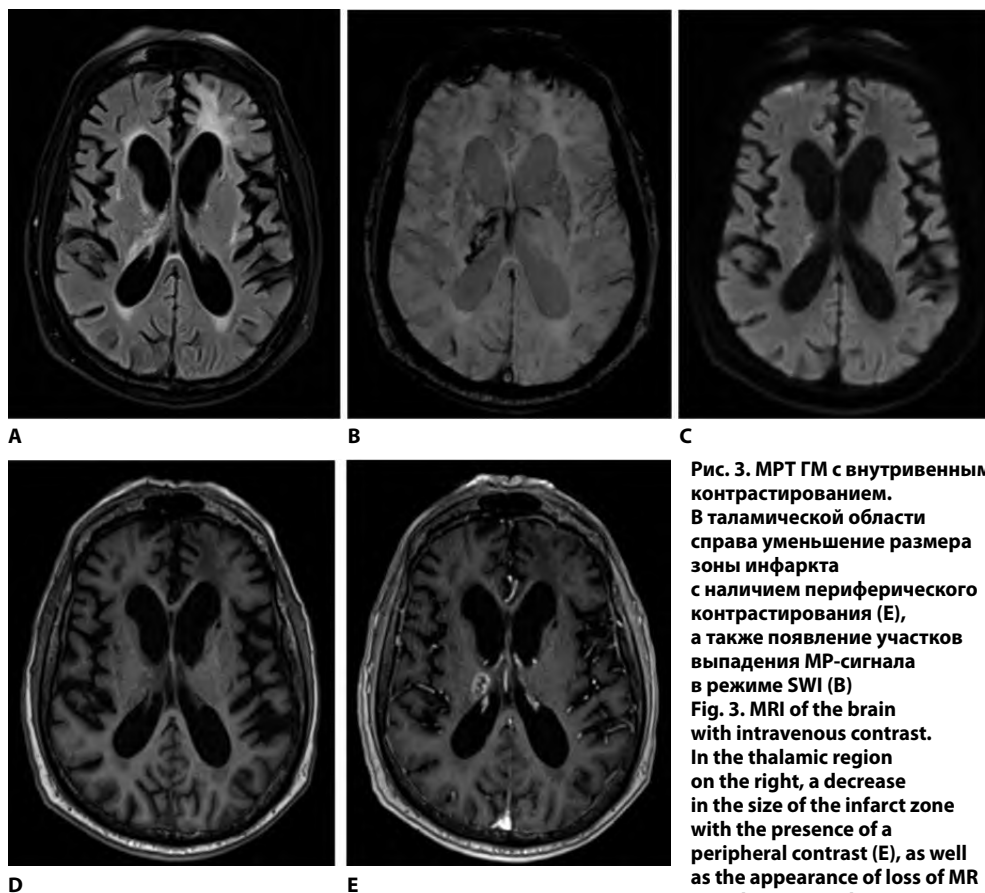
МРТ ГМ с внутривенным контрастированием. В таламической области справа уменьшение размера зоны инфаркта с наличием периферического контрастирования (Е), а также появление участков выпадения МР-сигнала в режиме SWI (В)
